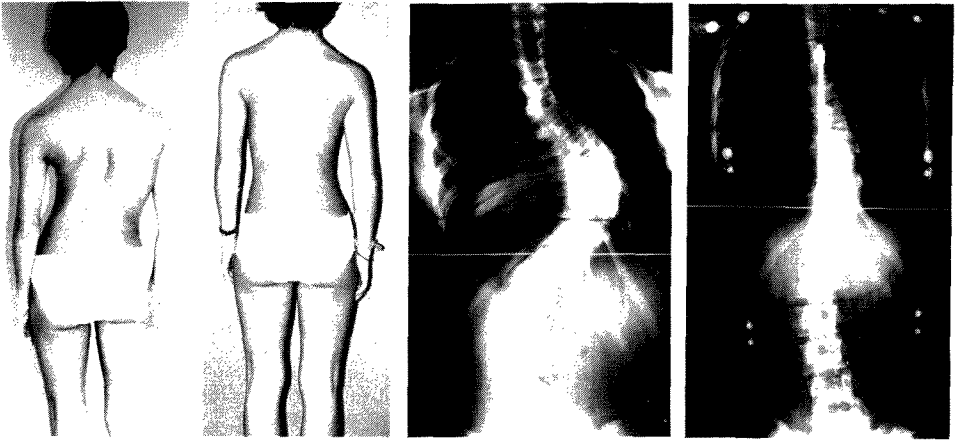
Radiografias da coluna e aspecto de uma doente com escoliose idiopática, antes (A, C) e depois de operada (B, D). Exemplo da associação do método de Harrington e de Luque.
